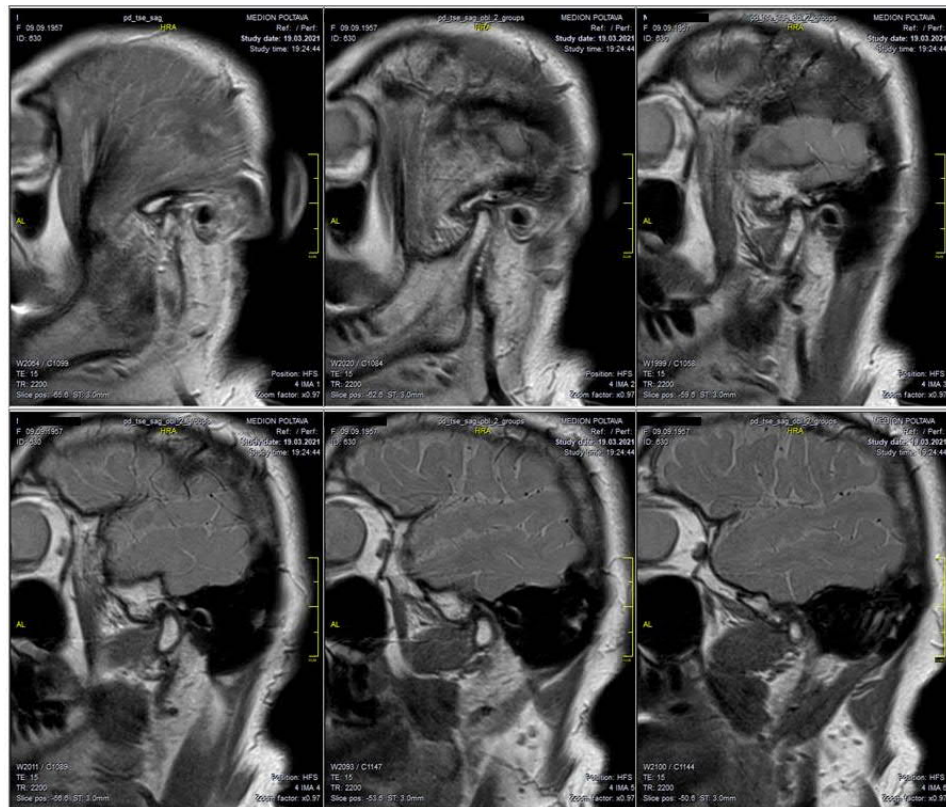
МРТ СНЩС у бічній проєкції при закритому роті.
